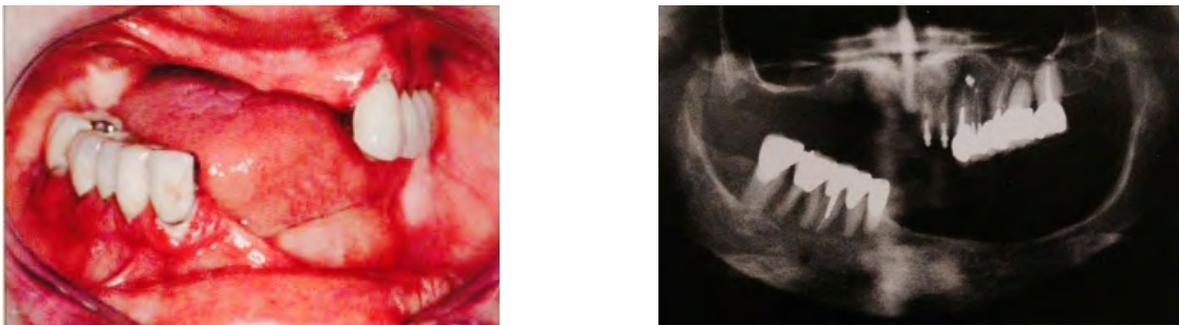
Photographie clinique et Radiographie de crêtes partiellement édentées ayant subi des résorptions osseuses importantes suite au port de PPAM inadaptées.
